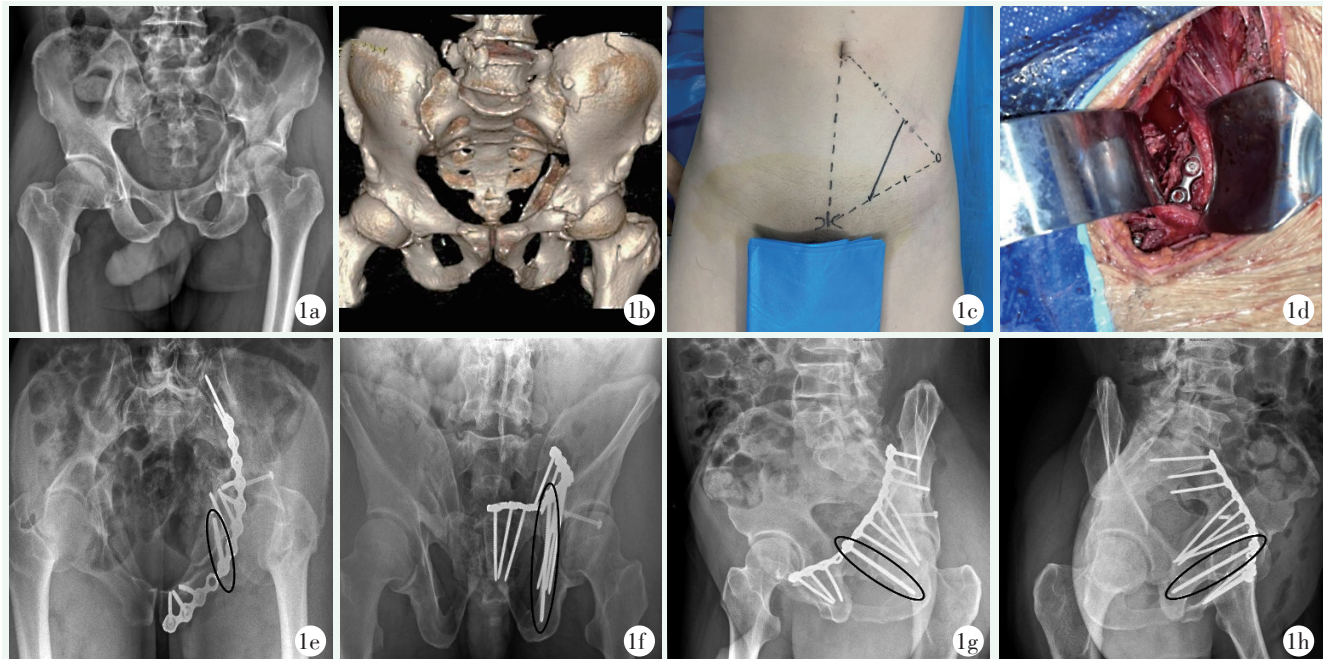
患者男性，65 岁。1a: 术前骨盆正位 X 线片示髋臼双柱骨折；1b: 术前骨盆 CT 三维重建示髋臼前柱和四边体移位；1c: 采用腹直肌旁入路切口；1d: 第 3 窗显露髋臼下螺钉固定；1e: 术后骨盆入口位 X 线片示螺钉未穿透髋关节；1f: 术后骨盆出口位 X 线片示螺钉位于髋臼和闭孔外缘之间的通道；1g: 术后闭孔斜位 X 线片示前柱复位良好；1h: 术后髂骨斜位 X 线片示后柱复位良好。
